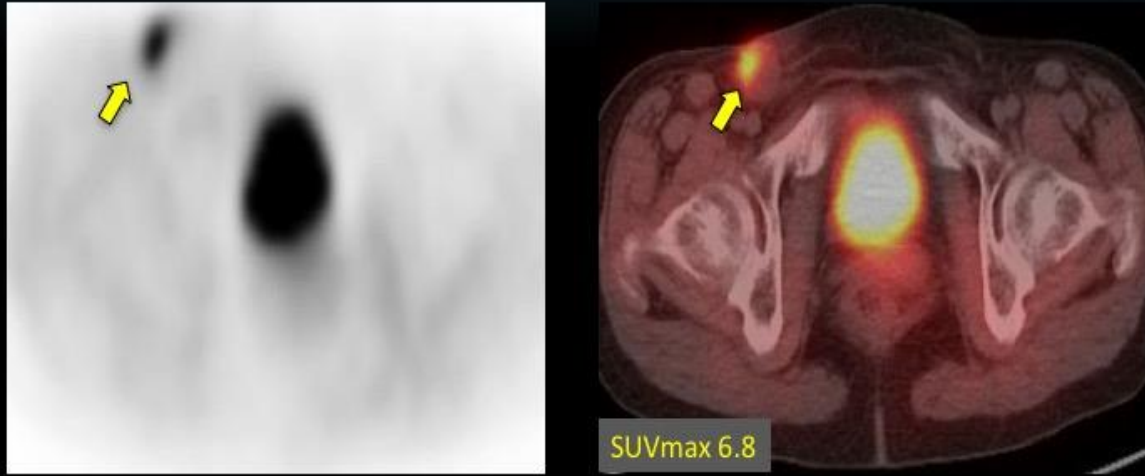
PET/TC axial: ganglio inguinal derecho hipermetabólico (SUV máx 6,8).
